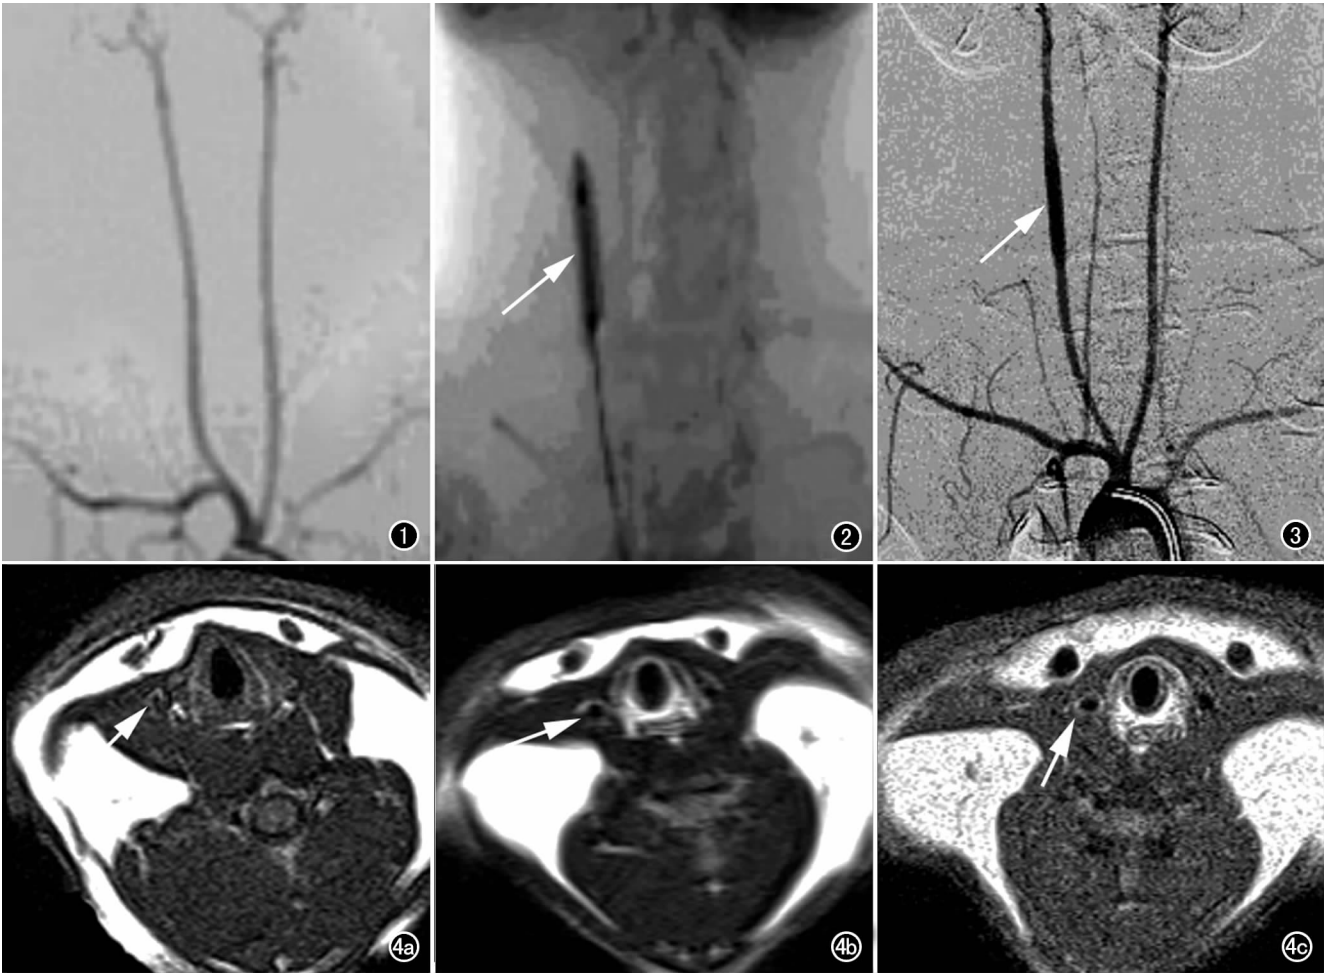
球囊扩张前 DSA 示颈动脉无明显异常。 图 2 球管扩张即刻 DSA 示右侧颈动脉明显扩张(箭)。 图 3 球囊扩张后 DSA,示损伤局部血管明显扩张,呈囊样塑形(箭)。 图 4 高脂喂养后 12 周 MRI,示血管壁增厚(箭),在各成像序列上均表现为不均匀高信号,血管内膜不光滑,血管腔不同程度变窄。a) T₁WI 图; b) T₂WI 图; c) PDWI 图。
